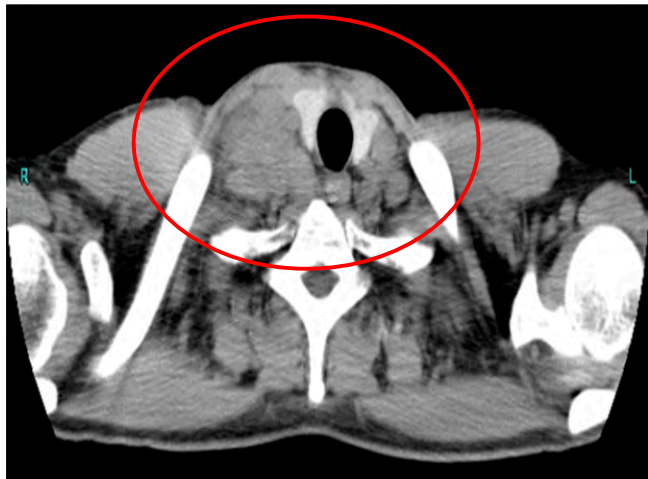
Computed tomographic (CT) findings. CT showed swollen lymph nodes in the right neck (red circle).
